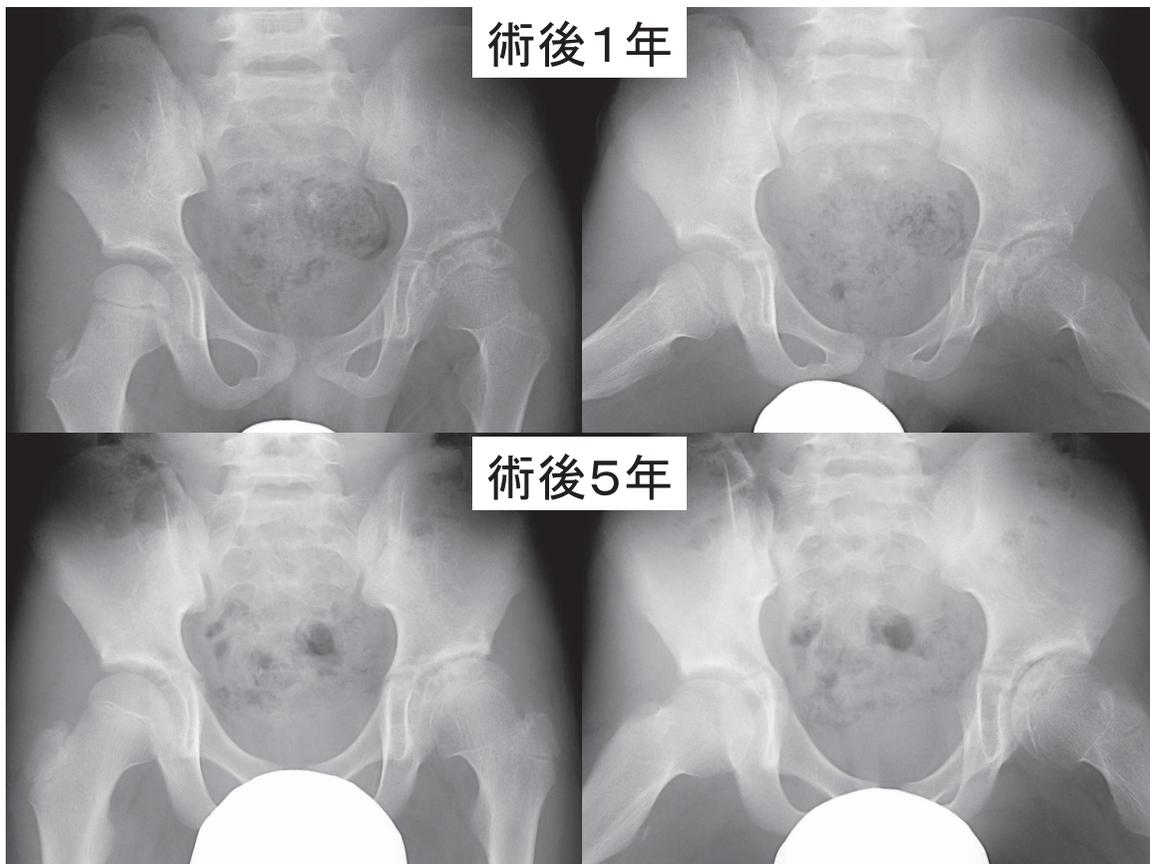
術後1年と5年単純X線(左:正面像, 右:最大外転外旋位像)
